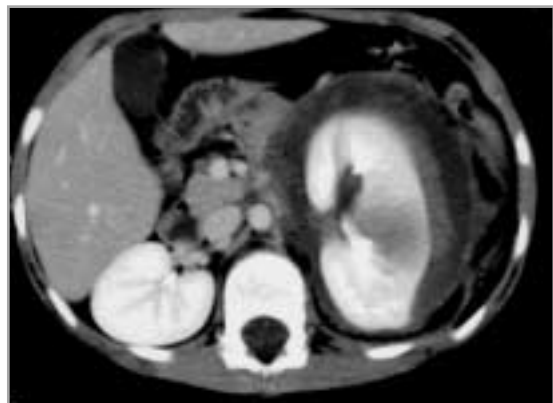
Tumore di Wilms in rottura. La TC evidenzia una falda liquida attorno alla massa renale.
